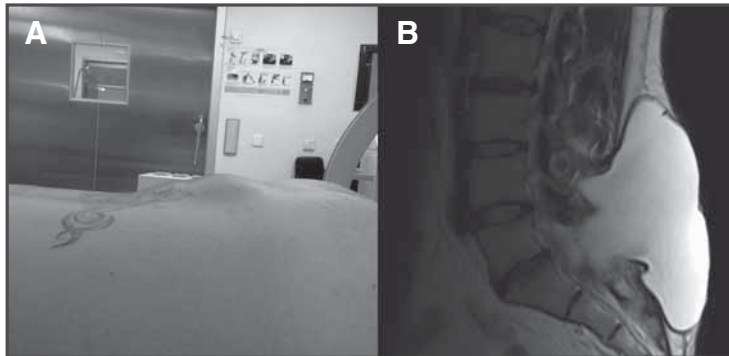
A. Tumoración blanda en la región lumbar. B. RM prequirúrgica.
